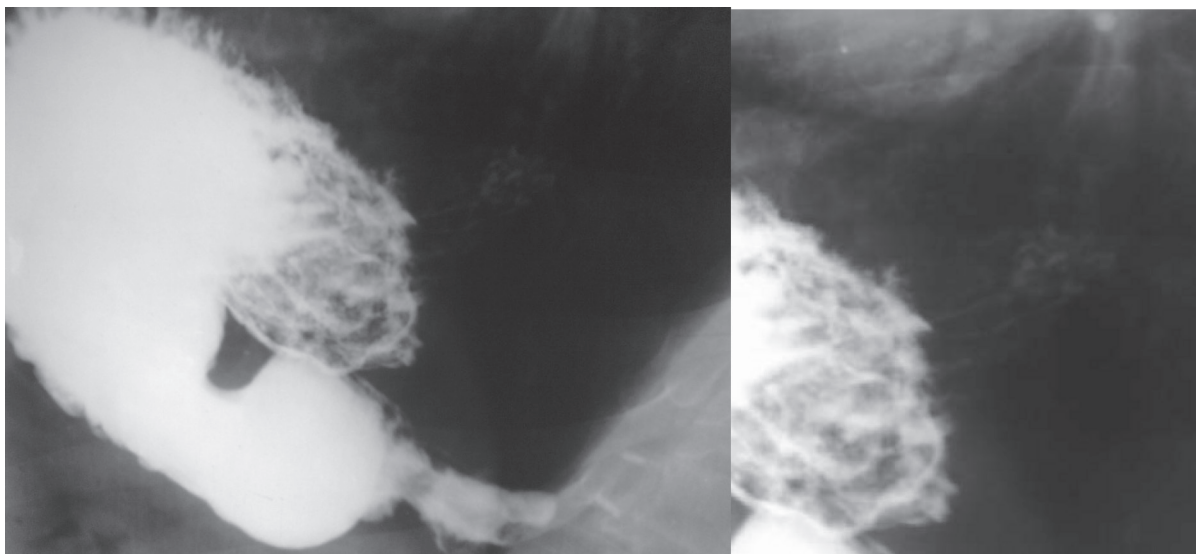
Рентгенологическая картина больного П., 40 лет
